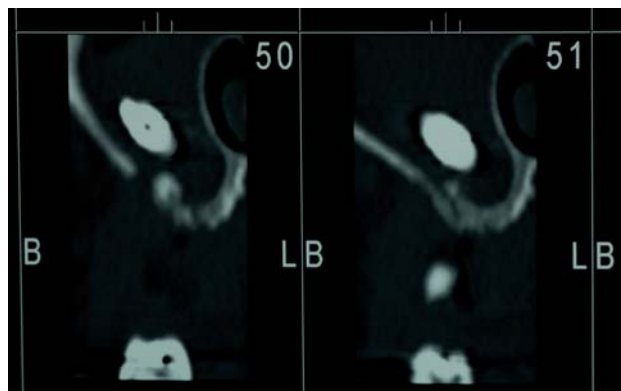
Corte sagital maxilar de la Tomografía Computarizada donde se aprecia la localización del implante.
